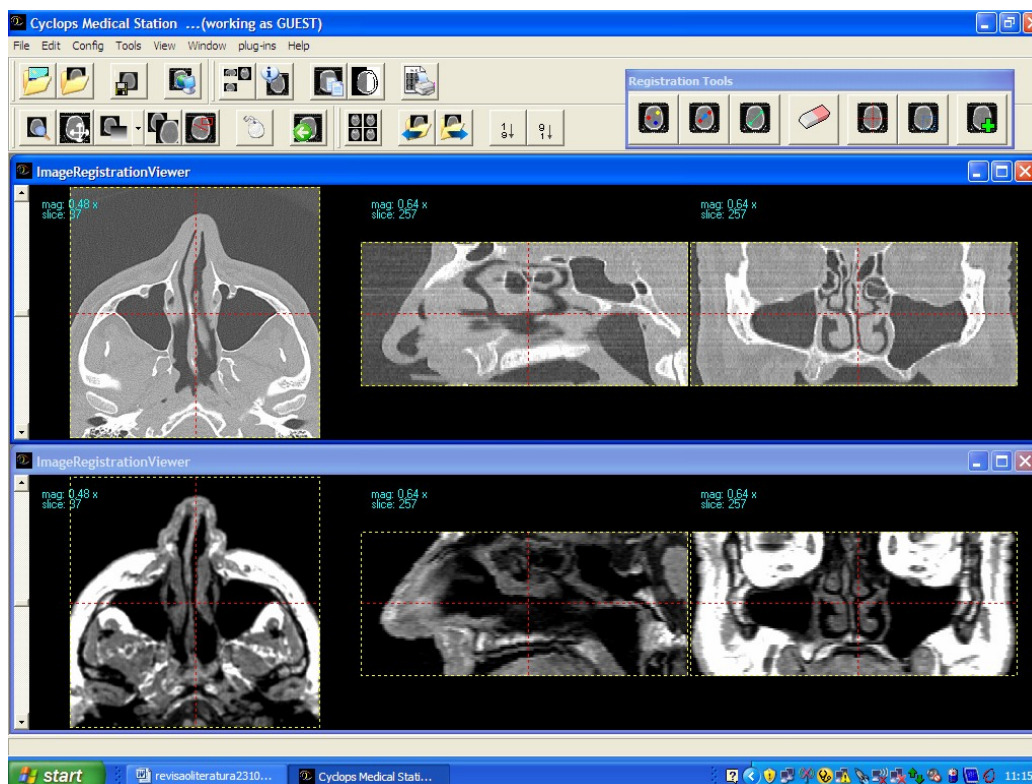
interface do software após o realinhamento, com os cortes próximos do correspondente na ressonância magnética e tomografia computadorizada.
